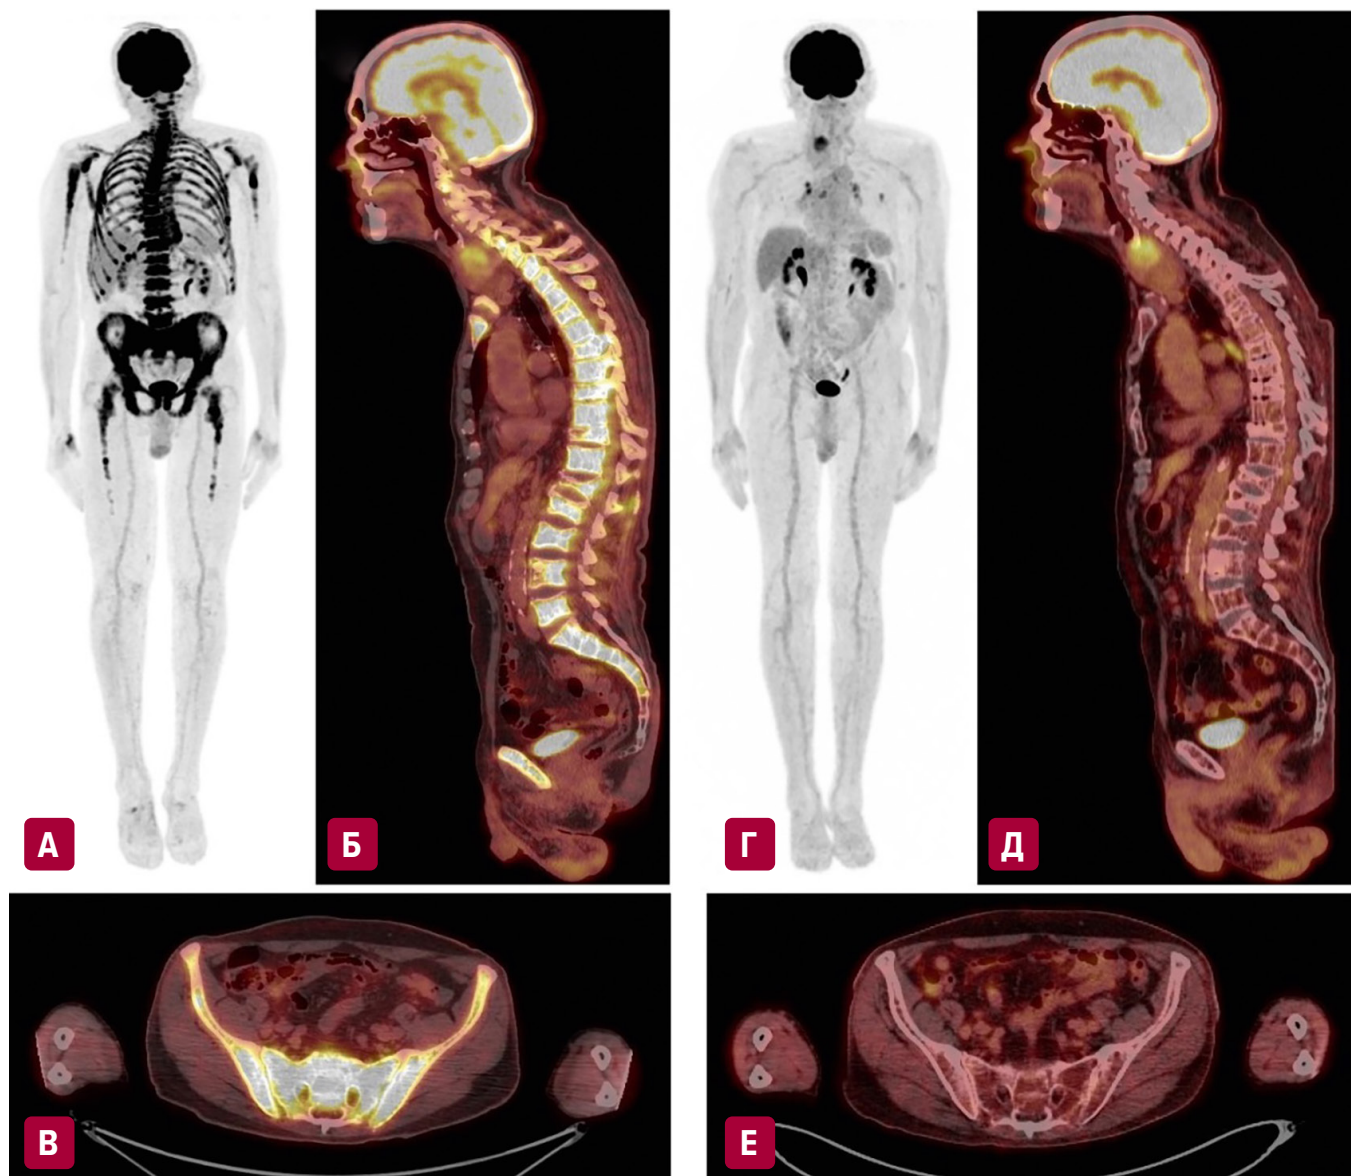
Оценка ответа опухоли на проведенное лечение при множественной миеломе. (А) На трехмерном МIP-изображении, на срезах ПЭТ-КТ-изображений в (Б) сагитальной и (В) аксиальной плоскостях определяется диффузно-неравномерно повышенное накопление ^{18}F -ФДГ в костном мозге до SUVmax-bw 11,24 с наличием отдельных очагов с уровнем накопления ^{18}F -ФДГ до SUVmax-bw 17,77. После 8 циклов терапии по схеме VCP на (А) трехмерном МIP-изображении, на срезах ПЭТ-КТ-изображений в (Б) сагитальной и (В) аксиальной плоскостях отмечается нормализация накопления ^{18}F -ФДГ до SUVmax-bw 1,57 на фоне сохраняющихся деструктивных изменений костной ткани с компрессионными переломами тел отдельных позвонков. Полный ответ на проведенное лечение
